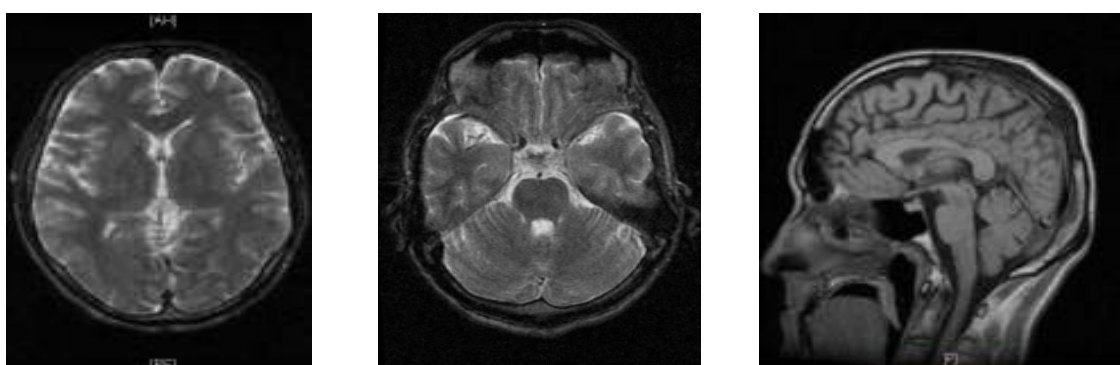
Результаты МРТ пациента Б. (35 лет) от 22.11.2016.
